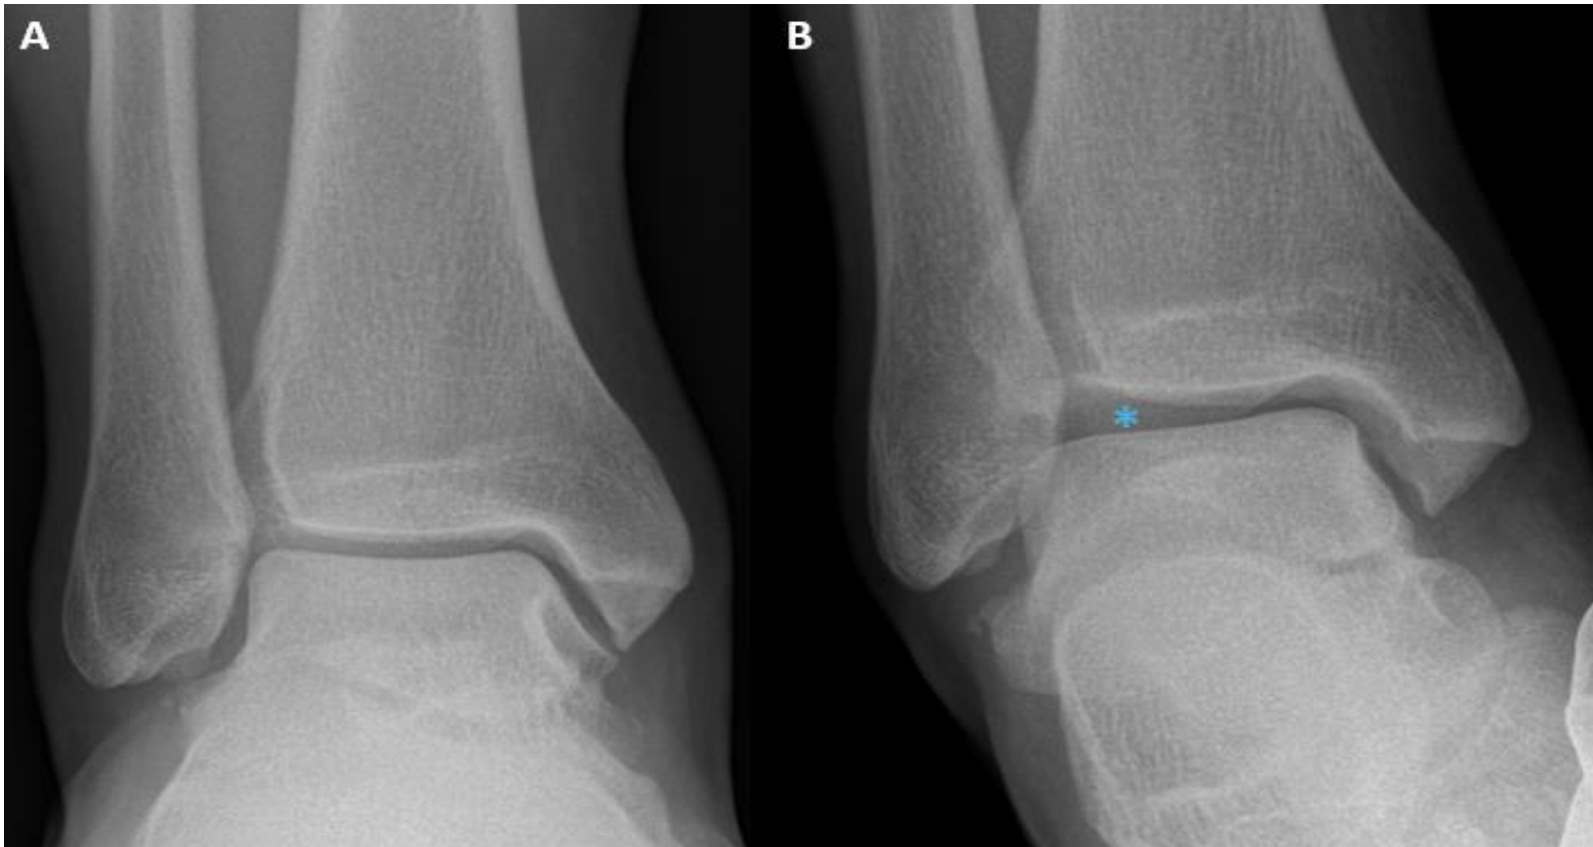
Varón de 27 años con radiografías AP en carga de tobillo izquierdo en posición neutra (A) y durante las maniobras forzadas (B). Apertura del espacio articular lateral durante la maniobra funcional, de hasta 8 mm ([asterisco](#)).
